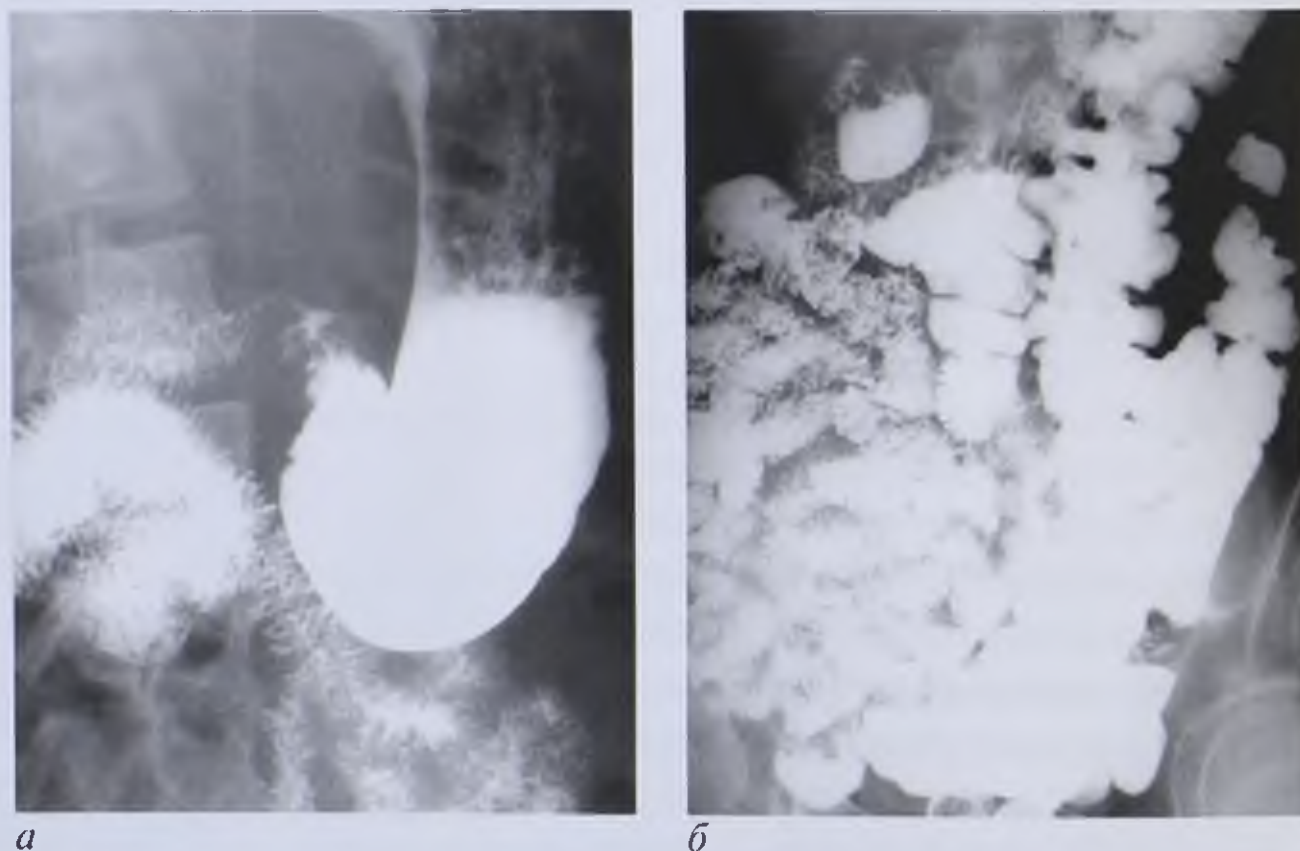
Рентгенограммы. Общая брыжейка тонкой и толстой кишки: *а* — двенадцатиперстная кишка и начальные отделы тощей кишки расположены справа от позвоночника; *б* — толстая кишка находится слева от позвоночника (*duodenum mobile totale*)
